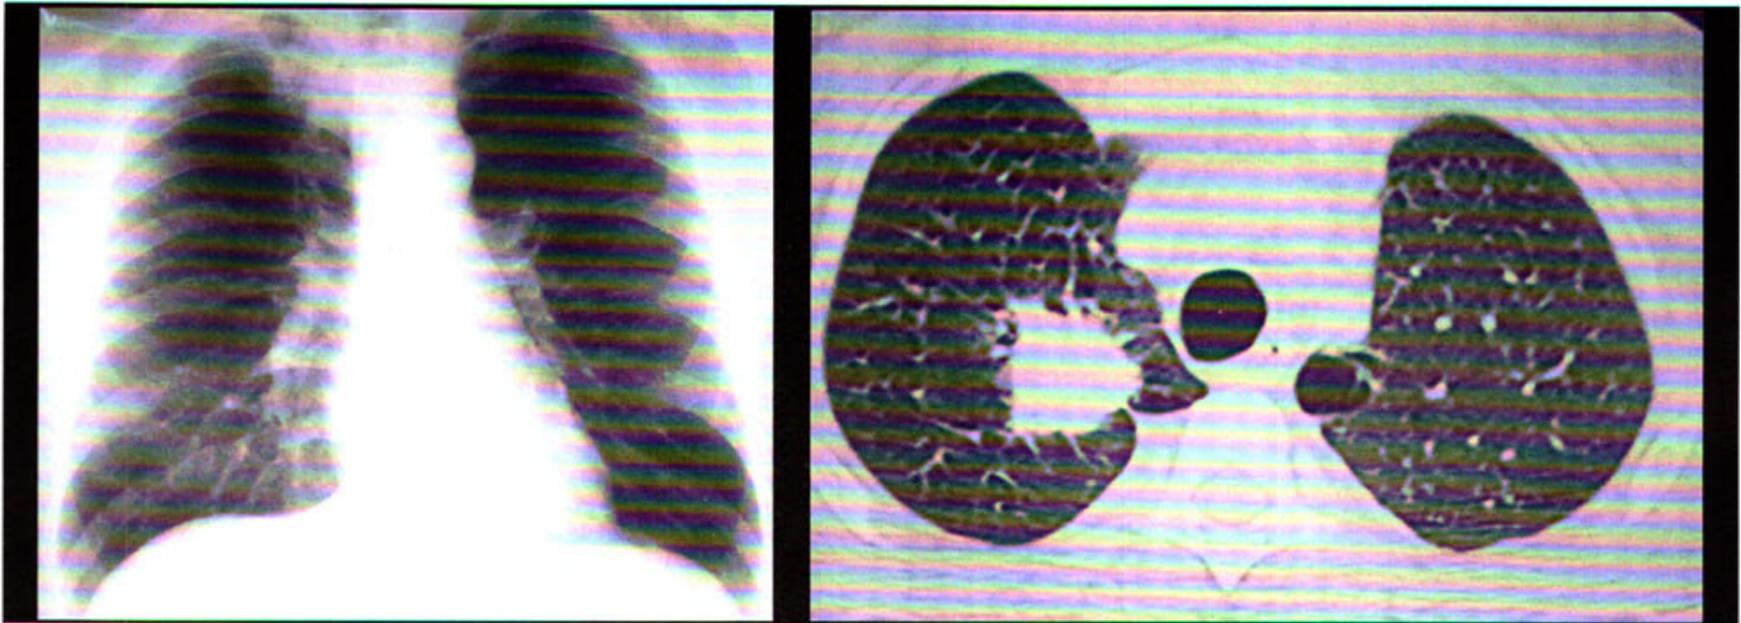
CBA. Forma nodular única. Em A, radiografia de tórax em PA demonstra opacidade de aspecto nodular medindo cerca de 3 cm de diâmetro, localizada no lobo superior direito. Em B, Tomografia computadorizada de tórax registrada em janela de pulmão demonstra opacidade nodular com contornos espiculados no lobo superior direito e enfisema para-septal à esquerda.
